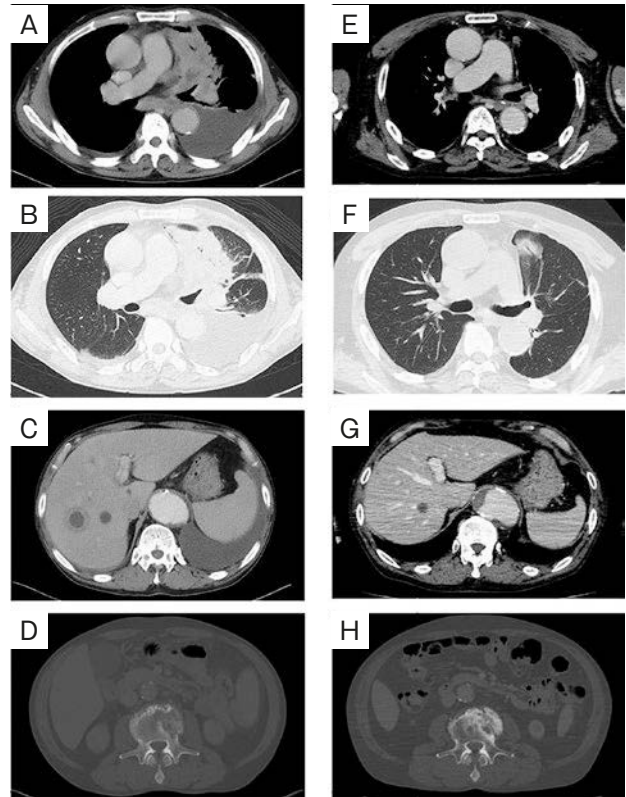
Contrast-enhanced CT on admission (A-D) and 24 months after the start of pembrolizumab treatment (E-H). After pembrolizumab treatment, both the primary lesion in the left upper lobe and the lymph node and bone metastases diminished. Additionally, pleural effusion and liver metastasis almost disappeared.
